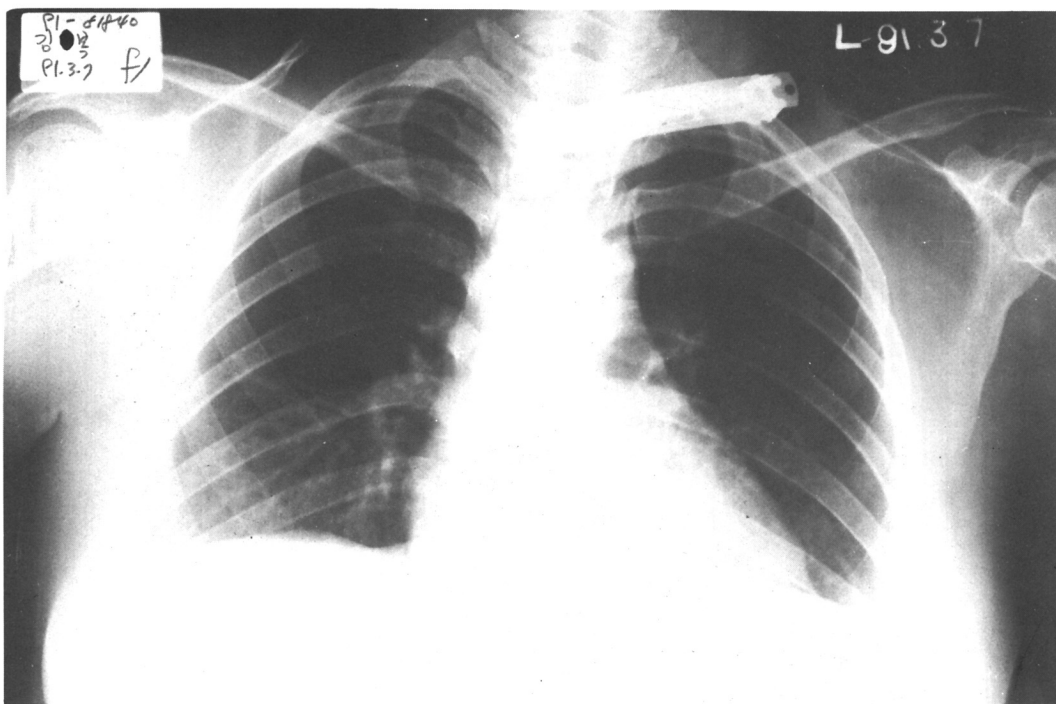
Chest X-ray showing mild cardiomegaly and bilateral pleural effusion.
